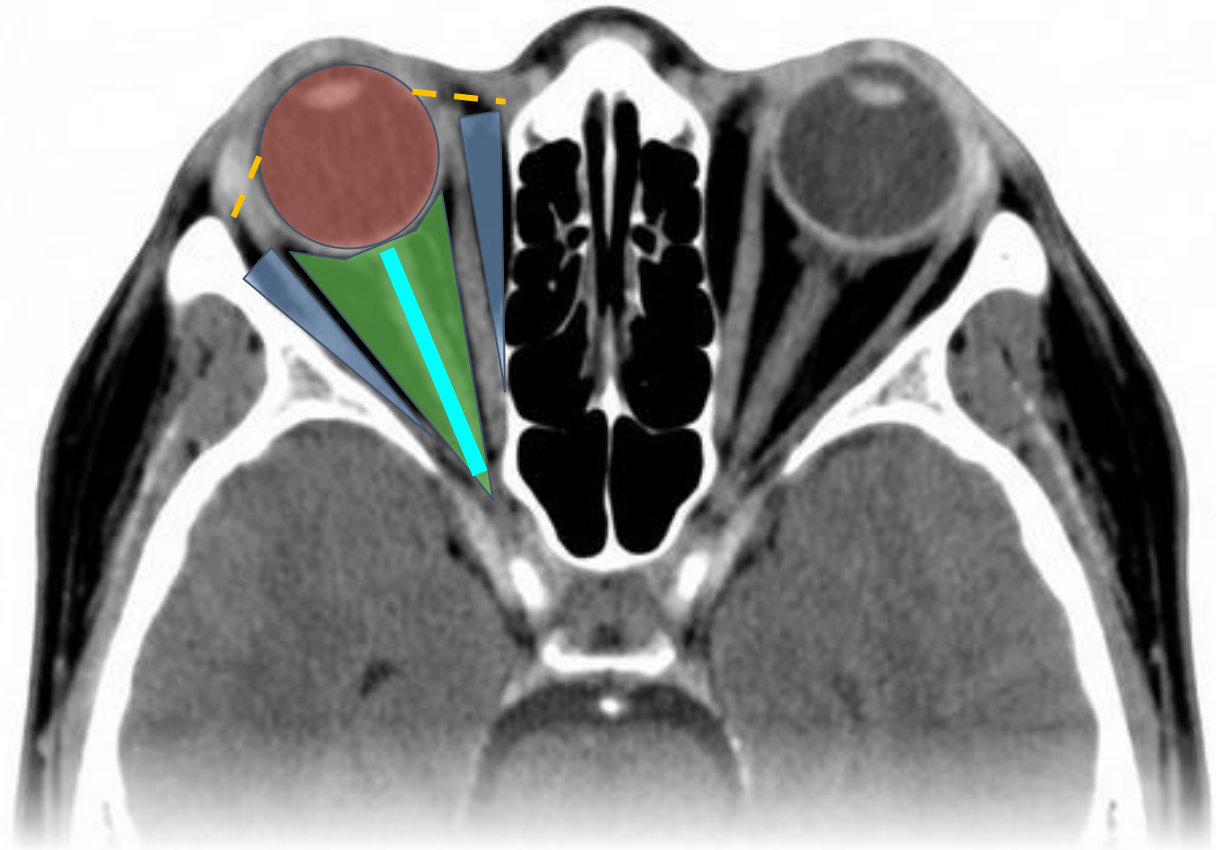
TC sin contraste. Compartimentos de la órbita.
